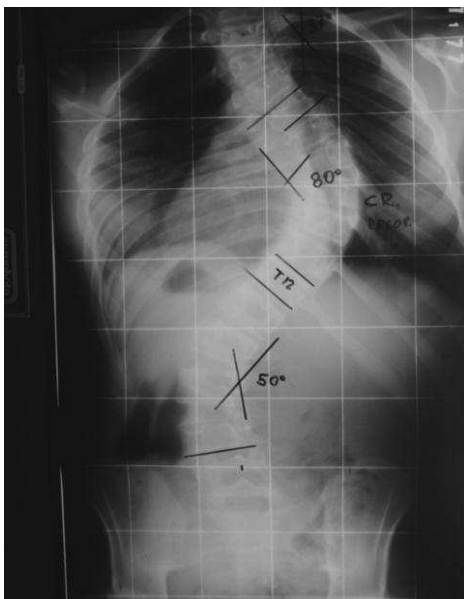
En la radiografía de frente se aprecia claramente una escoliosis con una doble curva, también se observa la rotación vertebral y la alteración en la orientación de las costilla. En esta radiografía se incluye el sector superior de las alas iliacas que nos permite valorar el signo de Risser, que consiste en la osificación del núcleo de osificación de la cresta iliaca que nos permite orientarnos en cuanto a la maduración esquelética.
